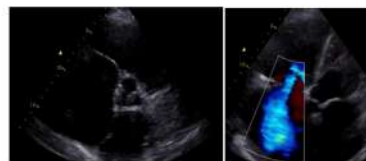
Ecocardiograma Transtorácico: cavidades derechas severamente dilatadas, regurgitación tricúspide torrencial, CIA.
